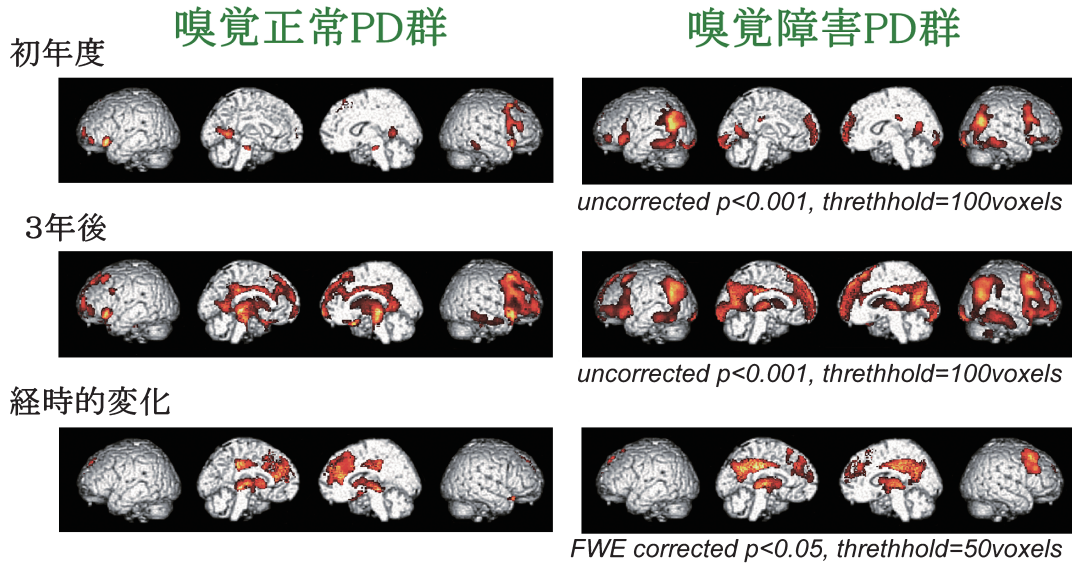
Changes in brain metabolism measured by FDG-PET.
